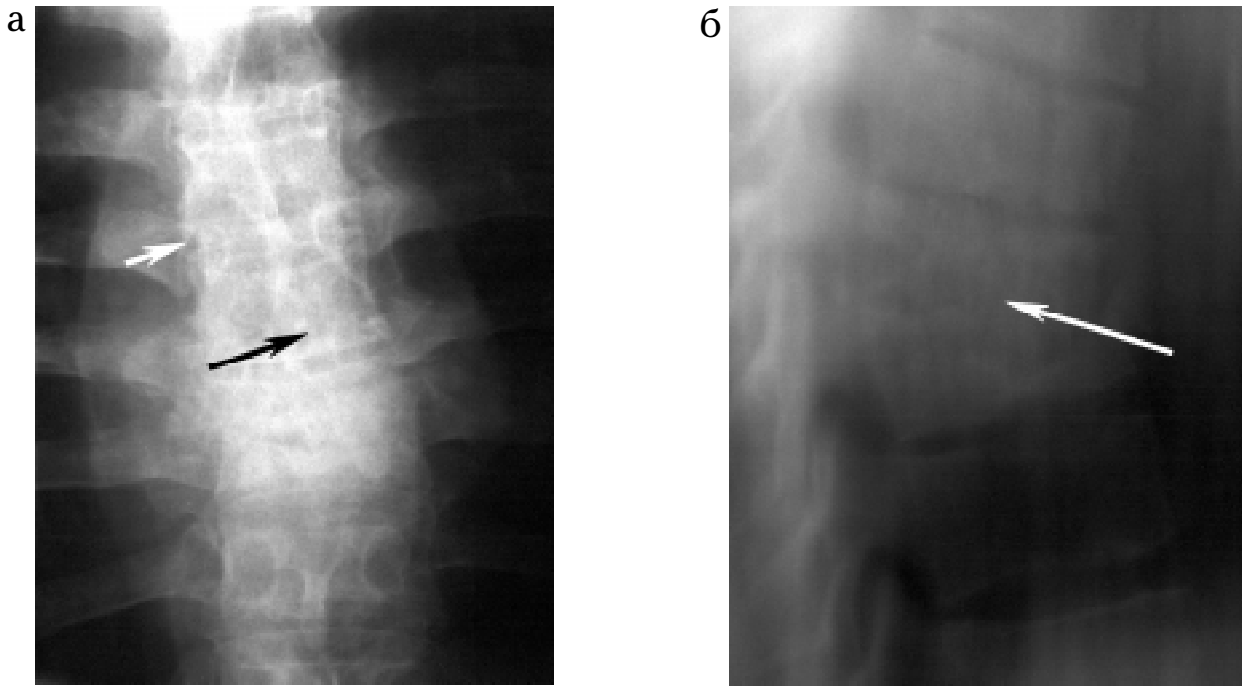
Фотовідбитки рентгенограм пацієнта Т., історія хвороби № 3766, у передньозадній (а) та бічній (б) проекціях. Візуалізація тотальної деструкції в сегменті D_9 – D_{10} з наявністю паравертебрального напливного абсцесу
